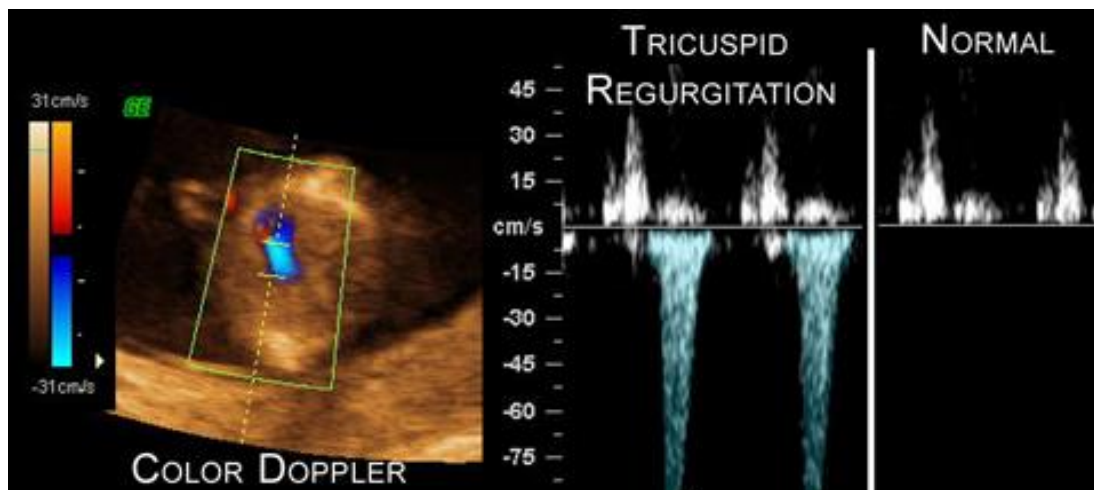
Ecografía Doppler. A la izquierda de la imagen se observa una regurgitación tricuspídea. Se aprecia la diferencia que existe con la imagen de la derecha, en la que el flujo valvular es normal.
